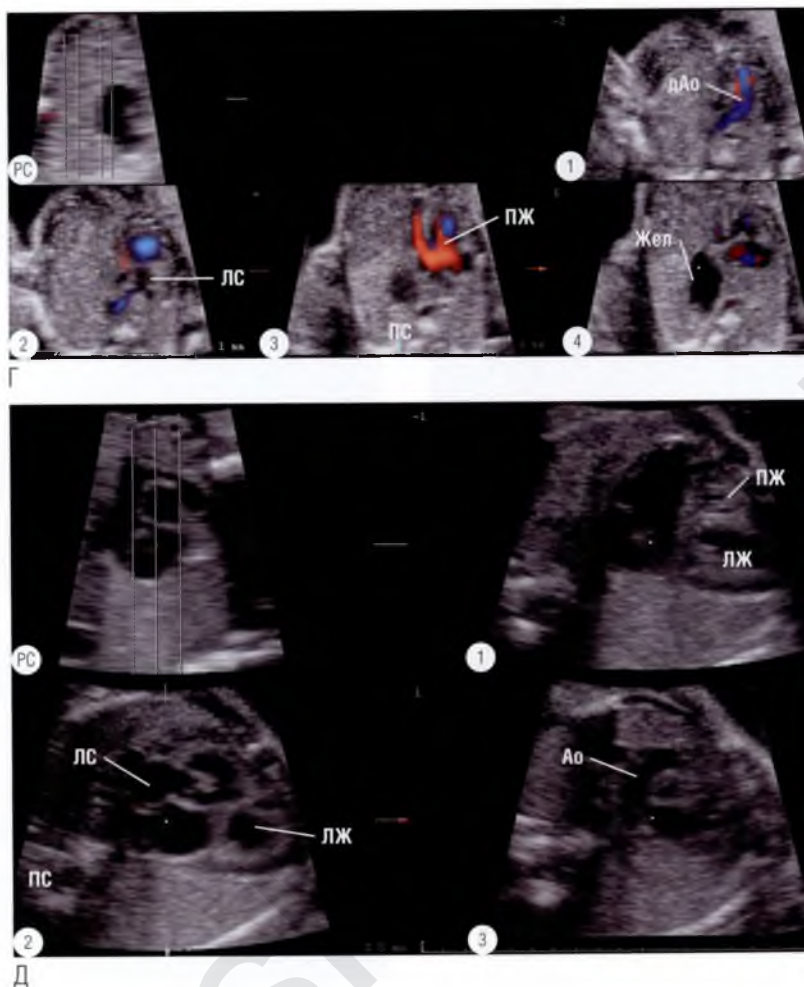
продолжение (Г) Серия из четырех параллельных томографических ультразвуковых срезов из заданного «сердечного объема». На срезе в четырехкамерной позиции ④ видно, что желудок (Жел) расположен в левой половине грудной клетки, а сердце смещено вправо. Левый желудочек значительно уменьшен в размерах по сравнению с правым желудочком (ПЖ) ③. Гипоплазированный легочный ствол, делящийся на ветви чуть выше уровня среза в четырехкамерной позиции, отходит от левого желудочка ②. Аорта отходит от правого желудочка значительно кпереди ①, и формируется дуга аорты (дАо). Это транспозиция магистральных сосудов с дефектом межжелудочковой перегородки и стенозом легочной артерии у плода с диафрагмальной грыжей. (Д) Серия из трех параллельных томографических ультразвуковых срезов из заданного «сердечного объема». На срезе ① виден правый желудочек малого размера, атрезия трикуспидального клапана была обнаружена в режиме реального времени. На срезе ② определяются магистральный сосуд, отходящий от левого желудочка, и дефект межжелудочковой перегородки, через который происходит шунтирование крови из полости левого желудочка в рудиментарный правый желудочек. На срезе ③, полученном выше среза ②, магистральный сосуд, отходящий от рудиментарного правого желудочка, формирует дугу, следовательно, является аортой. Магистральный сосуд, отходящий от левого желудочка, рано делится на ветви, следовательно, является легочным стволом. Это случай атрезии трикуспидального клапана с транспозицией магистральных сосудов. ▶
